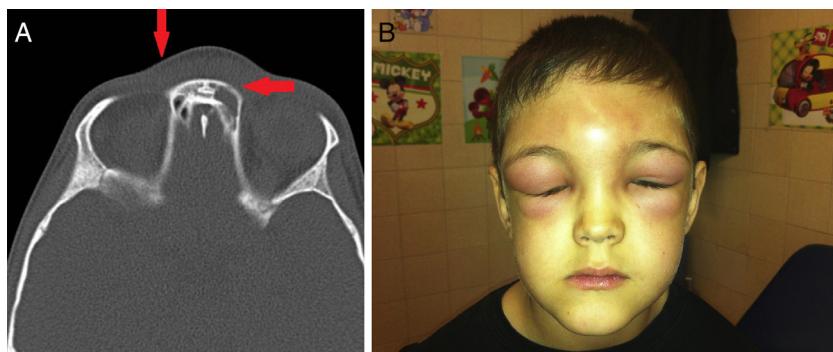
A) TC corte axial en filtro de hueso. Se identifica la ocupación de la parte más inferior del seno frontal izquierdo, discreta rarefacción del hueso adyacente y tumefacción de las partes blandas (flechas). B) Paciente con tumor de Pott; se aprecia tumoración frontal y edema bipalpebral.
